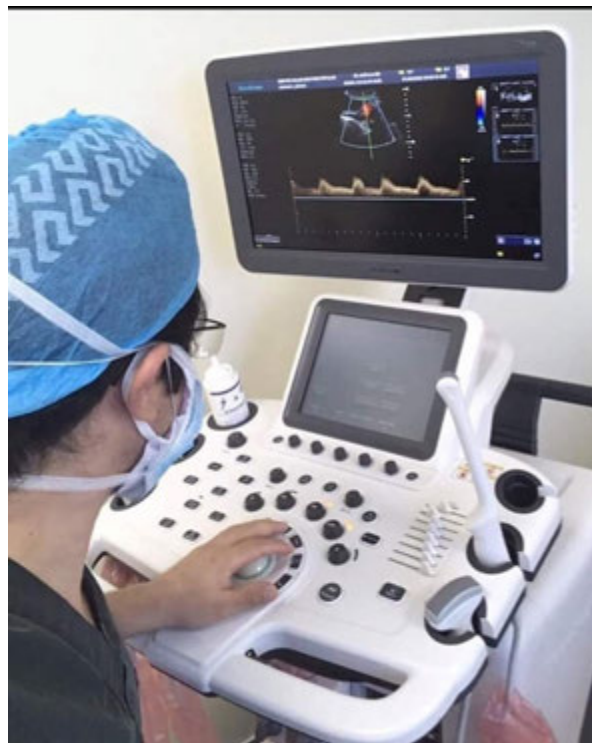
Valoración Ultrasonografica y Doppler
